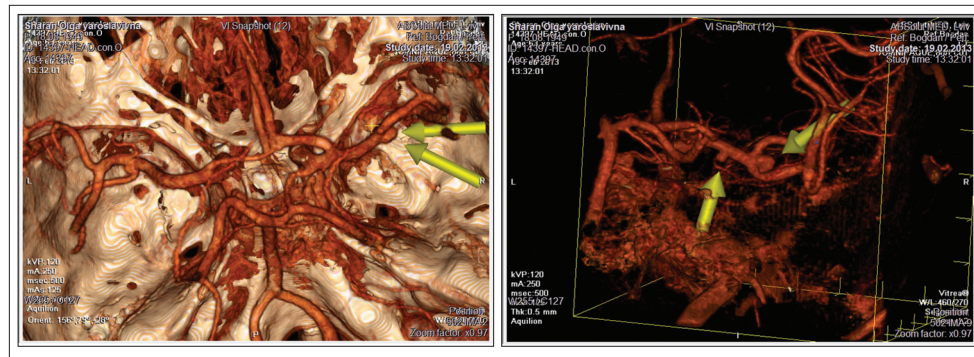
Ангіорежим СКТ-ангіографії хворій Ш.
